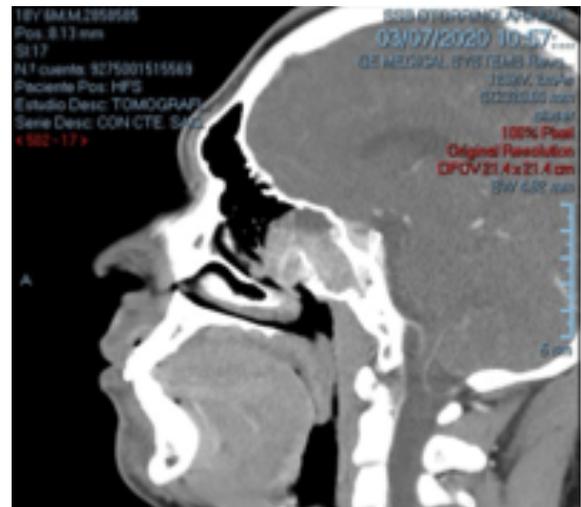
Corte sagital de TAC de senos paranasales con aplicación de contraste endovenoso (2020). Nótese que la tumoración se extiende a nivel del seno esfenoidal izquierdo y en celdas etmoidales.
